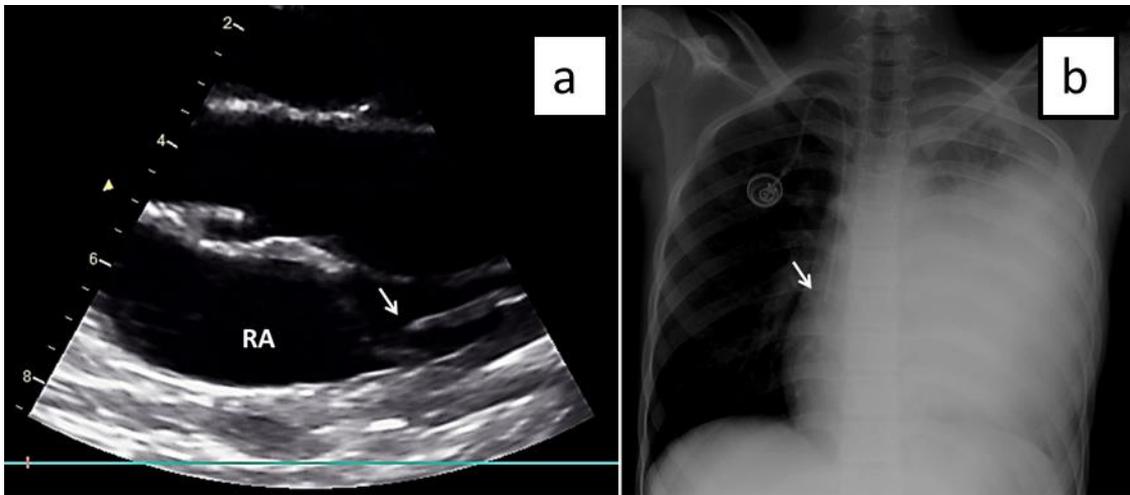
(67): CVC totalmente implantado. Eje paraesternal derecho. CVC totalmente implantado de 6.5F correctamente colocado en el tercio inferior de la VCS; RA indica aurícula derecha (a). Correspondencia con la radiografía (b). Imagen propia del autor publicadas en Oulego-Erroz I, Pradillos-Serna JM, Fuentes-Carretero S, Ardelá-Díaz E. [Insertion of a central venous reservoir using an exclusively ultrasound guided technique: Preliminary experience]. An Pediatr Barc Spain
